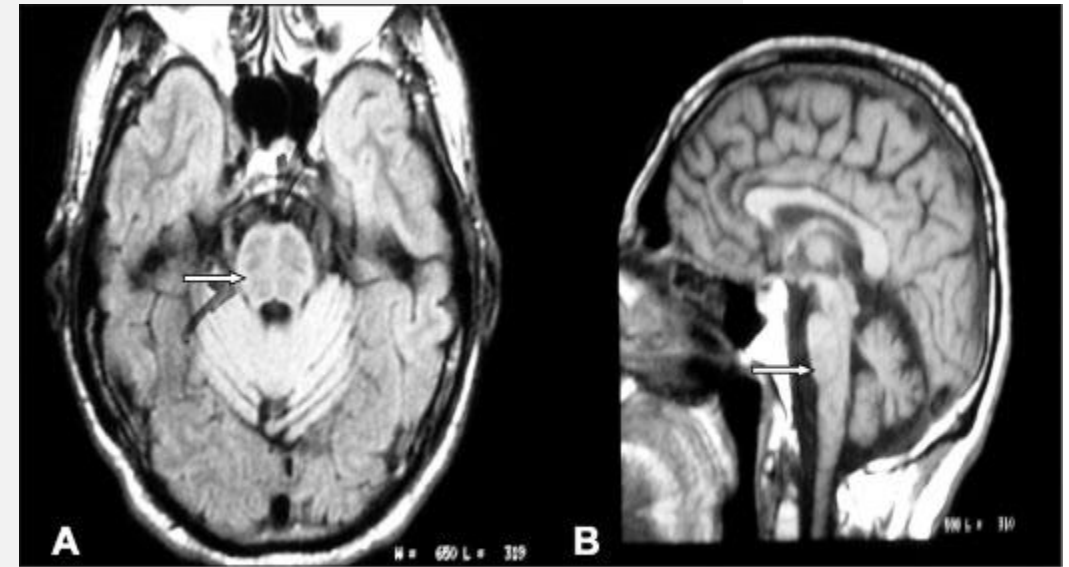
Case 1. MRI: (A) Pontine atrophy with the "cross sign" in T1 image (arrow). (B) Cerebellar and brainstem atrophy in T1 image (arrow).
